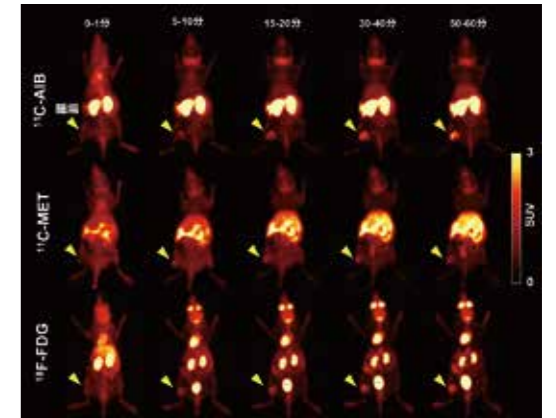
同一担がんマウスのPETイメージング SUV (standardized uptake value): 放射性薬剤の集積の強さを表す指標の一つ
